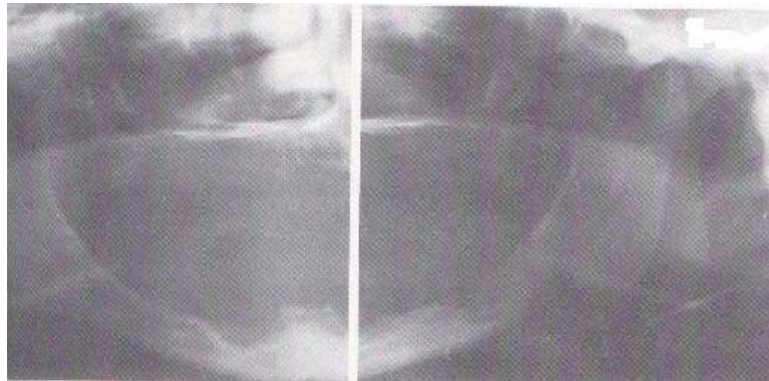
RADIOGRAFÍA ORTOPANTOMOGRFÍA
